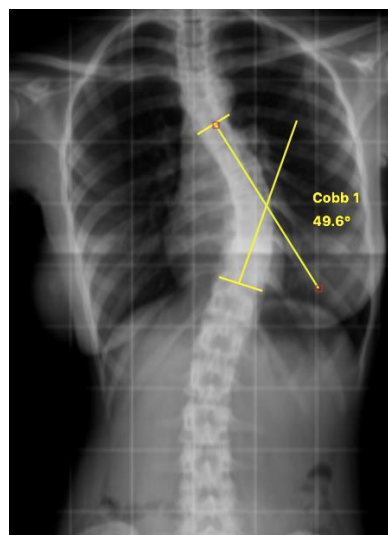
Radiografia panorâmica de coluna vertebral em anteroposterior e em ortostatismo para definição do ângulo de Cobb. Após a identificação das vértebras das extremidades da curva são traçadas duas linhas perpendiculares ao platô superior dessas duas vértebras. O ângulo formado pelo encontro das duas linhas é o Ângulo de Cobb (49,6° no exemplo) (Imagem gerada pelo Software Surgimap, arquivo pessoal).
